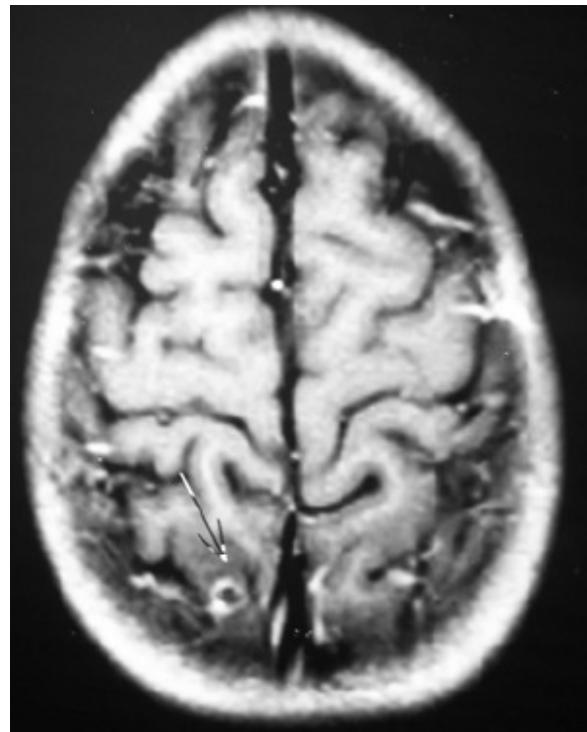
Corte axial de RMN cerebral donde se observa quiste de cisticerco en region cortical occipital.
